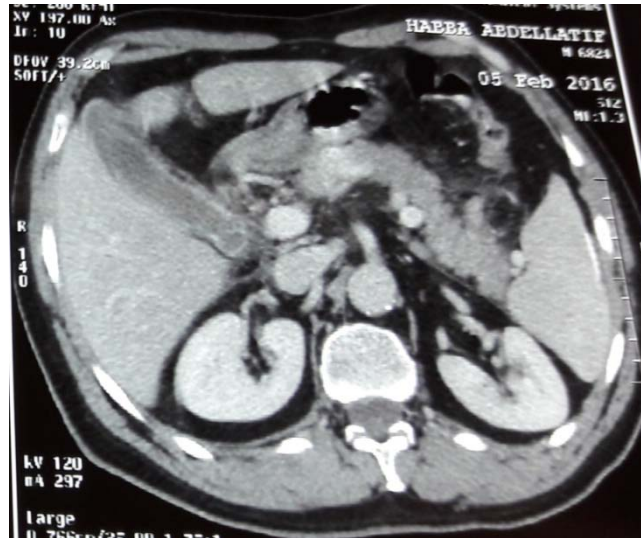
Image TDM d'une pancréatite aigue stade C
